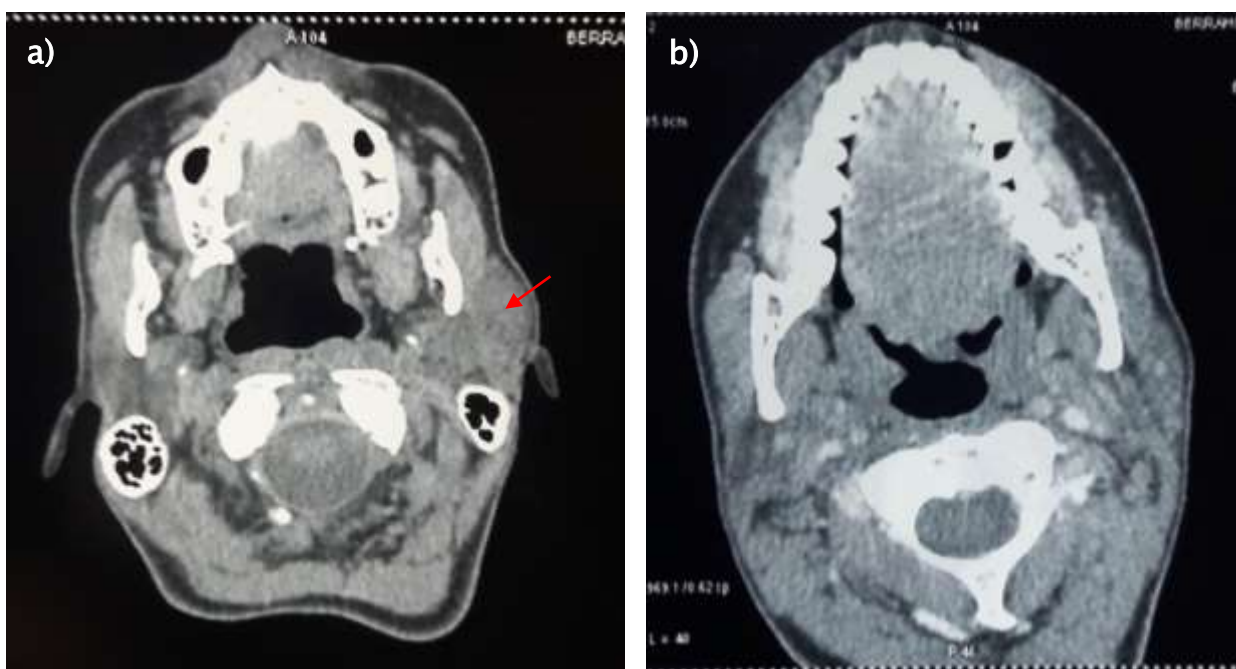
TDM parotidienne d'un adénome pléomorphe :
